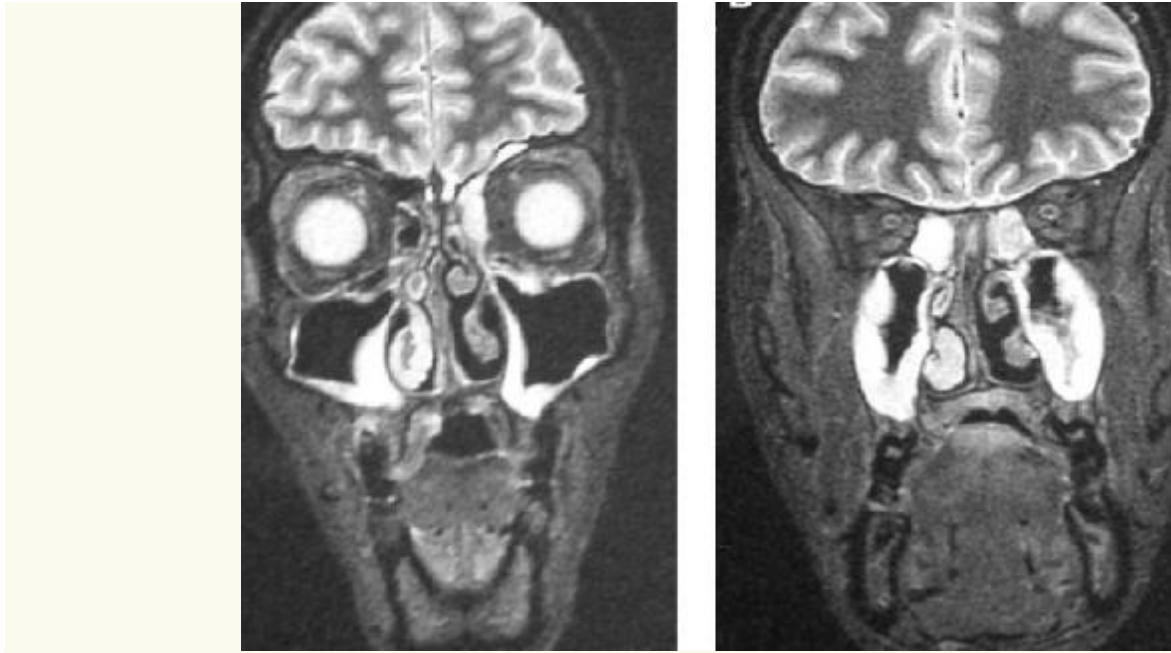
a, b, Case 2. Magnetic resonance scans showing bilateral sinus involvement, with prevalence of the right side, as well as involvement of the frontal and ethmoid sinus.
